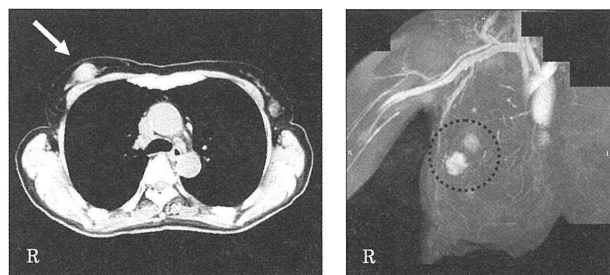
胸部造影 CT (右) 及び胸部造影 MRI (左) 胸部造影 CT (右図) では、右乳房に腫瘍性病変 (→) を認めた。胸部造影 MRI (左図) では、右乳房 C 領域に径 30 mm 大の分葉状腫瘍性病変と AC 領域に径 24 mm 大の微細分葉状腫瘍性病変を認めた (○)。いずれも造影効果を認めた。
